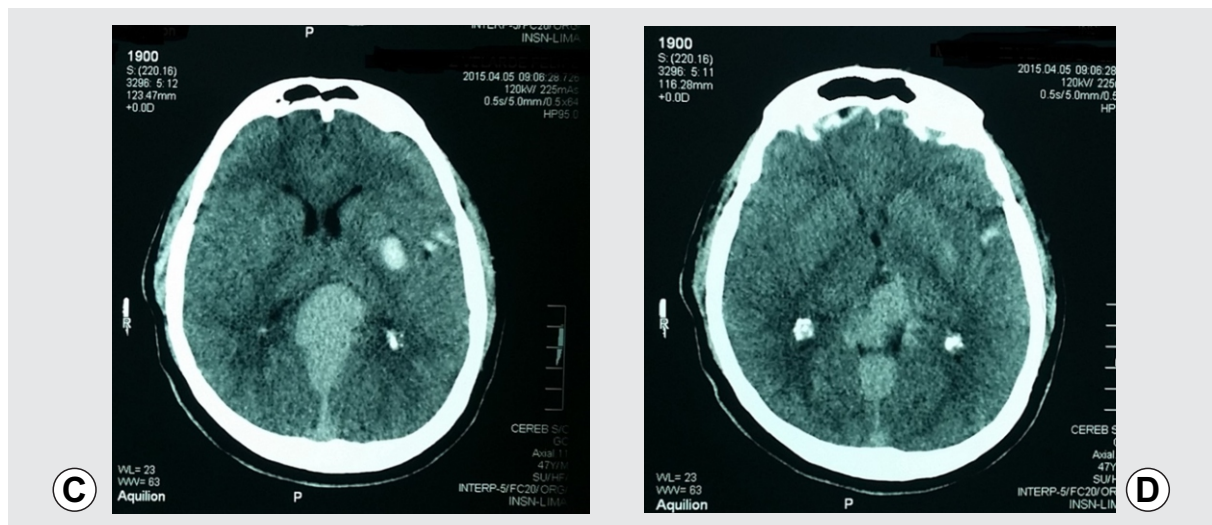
(C y D). Tomografía cerebral con evidencia de con lesión vascular venosa rota.
